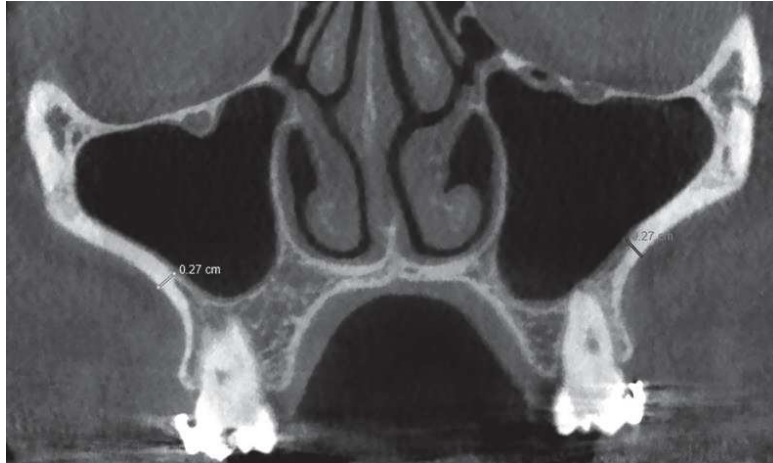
Coupe frontale de CBCT passant au niveau des crêtes infra-zygomatiques (source : auteur)
